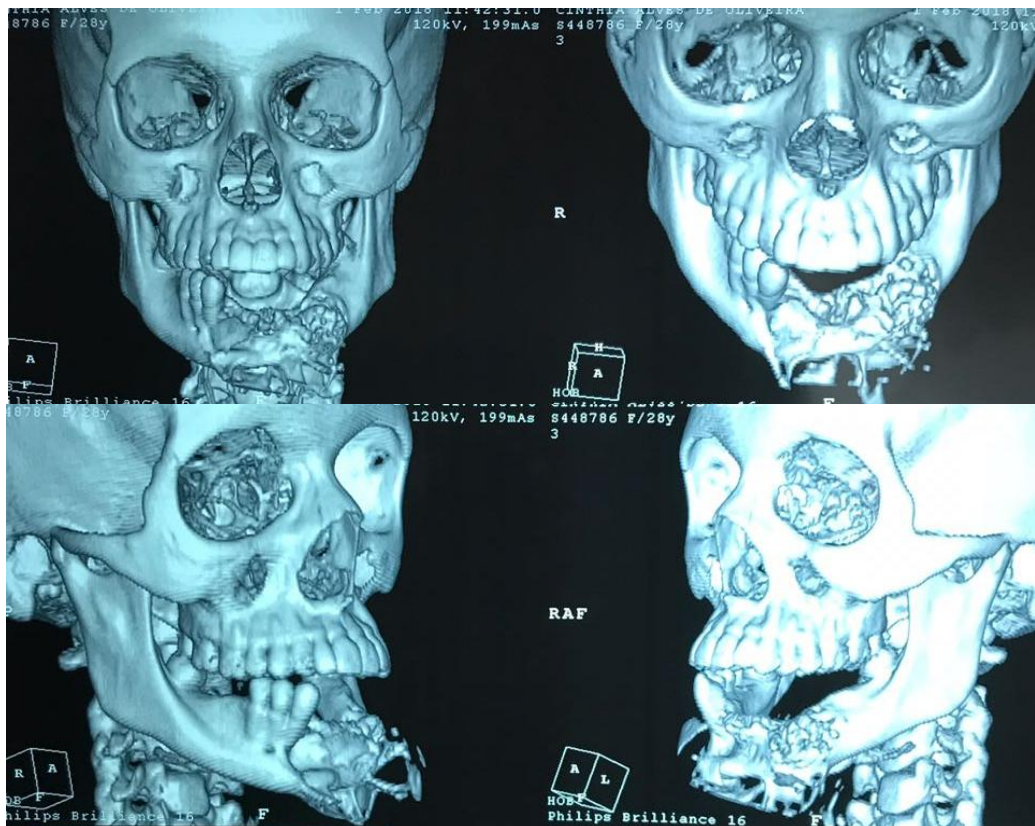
Tomografia inicial.
